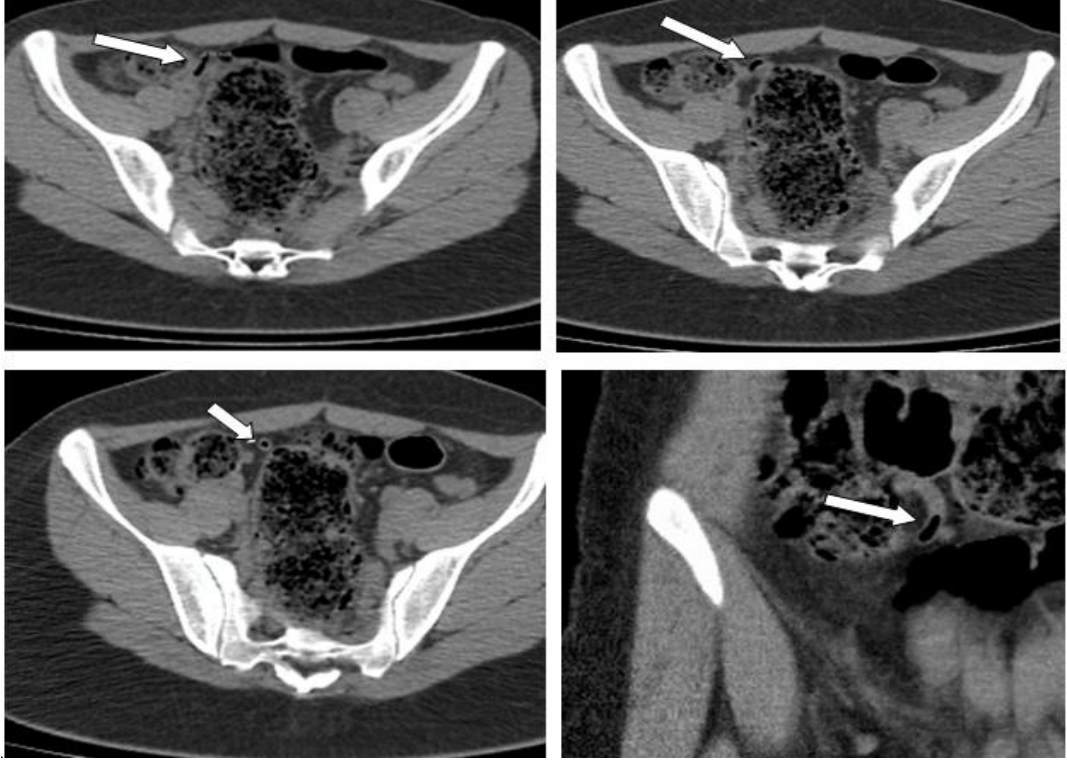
BKİ 29,4 olan hastanın İV ve oral kontrastlı aksiyel BT görüntülerinde postileal apendiks
